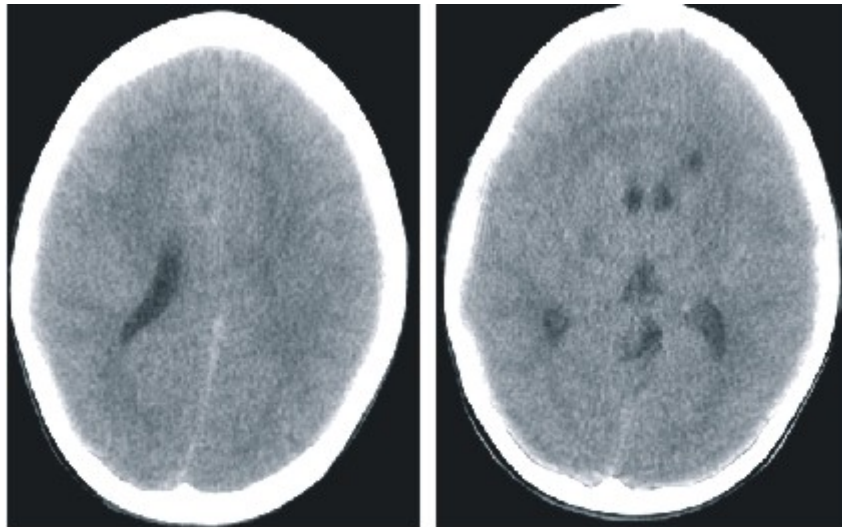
Tomografía anatómica aplicada a los 8 años que arroja asimetría cerebral.
